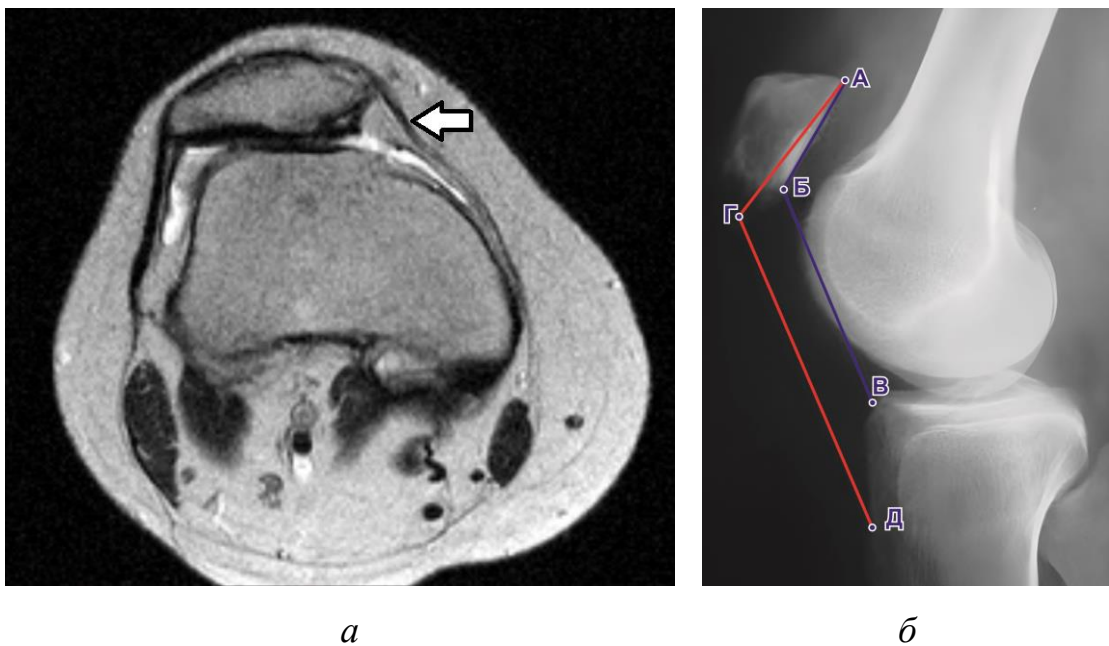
МР-томограмма (аксиальная проекция) (*а*) и рентгенограмма КС в боковой проекции под углом сгибания 30° (*б*) пациентки Б., 27 лет, через 8 лет после стабилизации надколенника, рецидивная нестабильность БНС:
